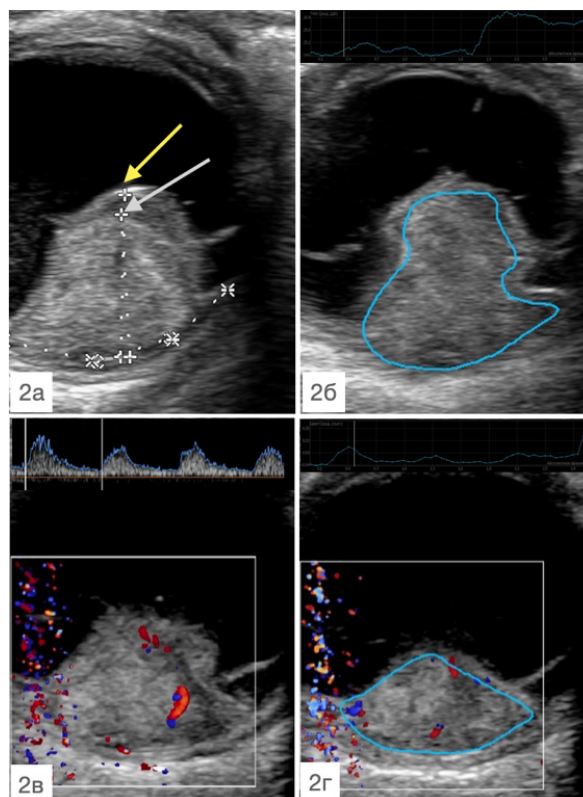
Ультразвуковая картина левого глаза пациента П. после лечения: 2а — УЗИ в режиме серошкального сканирования размер (размеры опухоли — 8,3 × 18 мм, серая стрелка — вершина опухоли, желтая стрелка — субретинальное кровоизлияние); 2б — ультразвуковая гистография (акустическая плотность — 25,54 дБ); 2в — УЗИ в режиме ЦДК (единичные ЦП); 2г — ультразвуковая гистография в режиме ЦДК (25,54 дБ)
